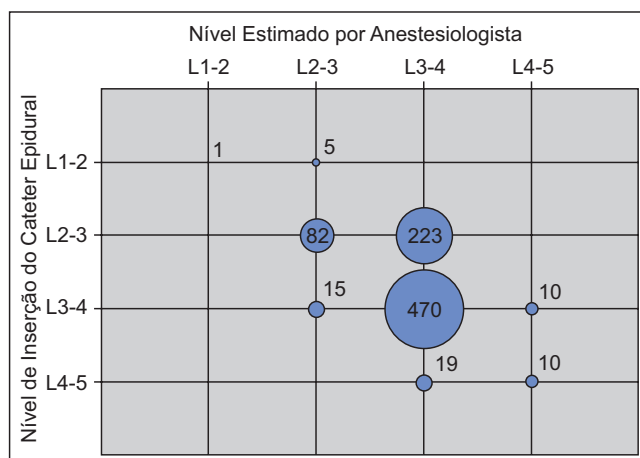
Comparação entre os níveis interespinhosos estimados por palpação e os níveis reais de inserção do cateter em radiografias.
